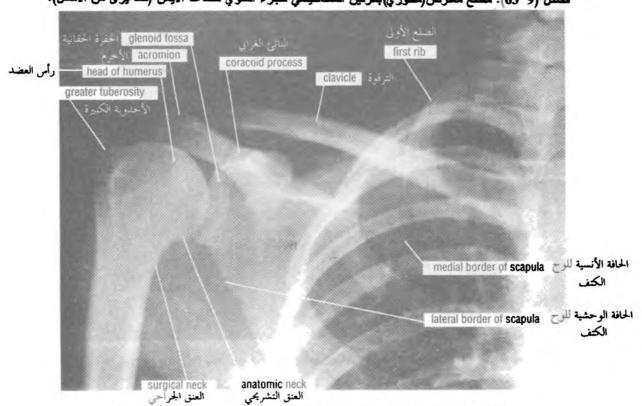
Anteroposterior radiograph of the shoulder region in the adult.
